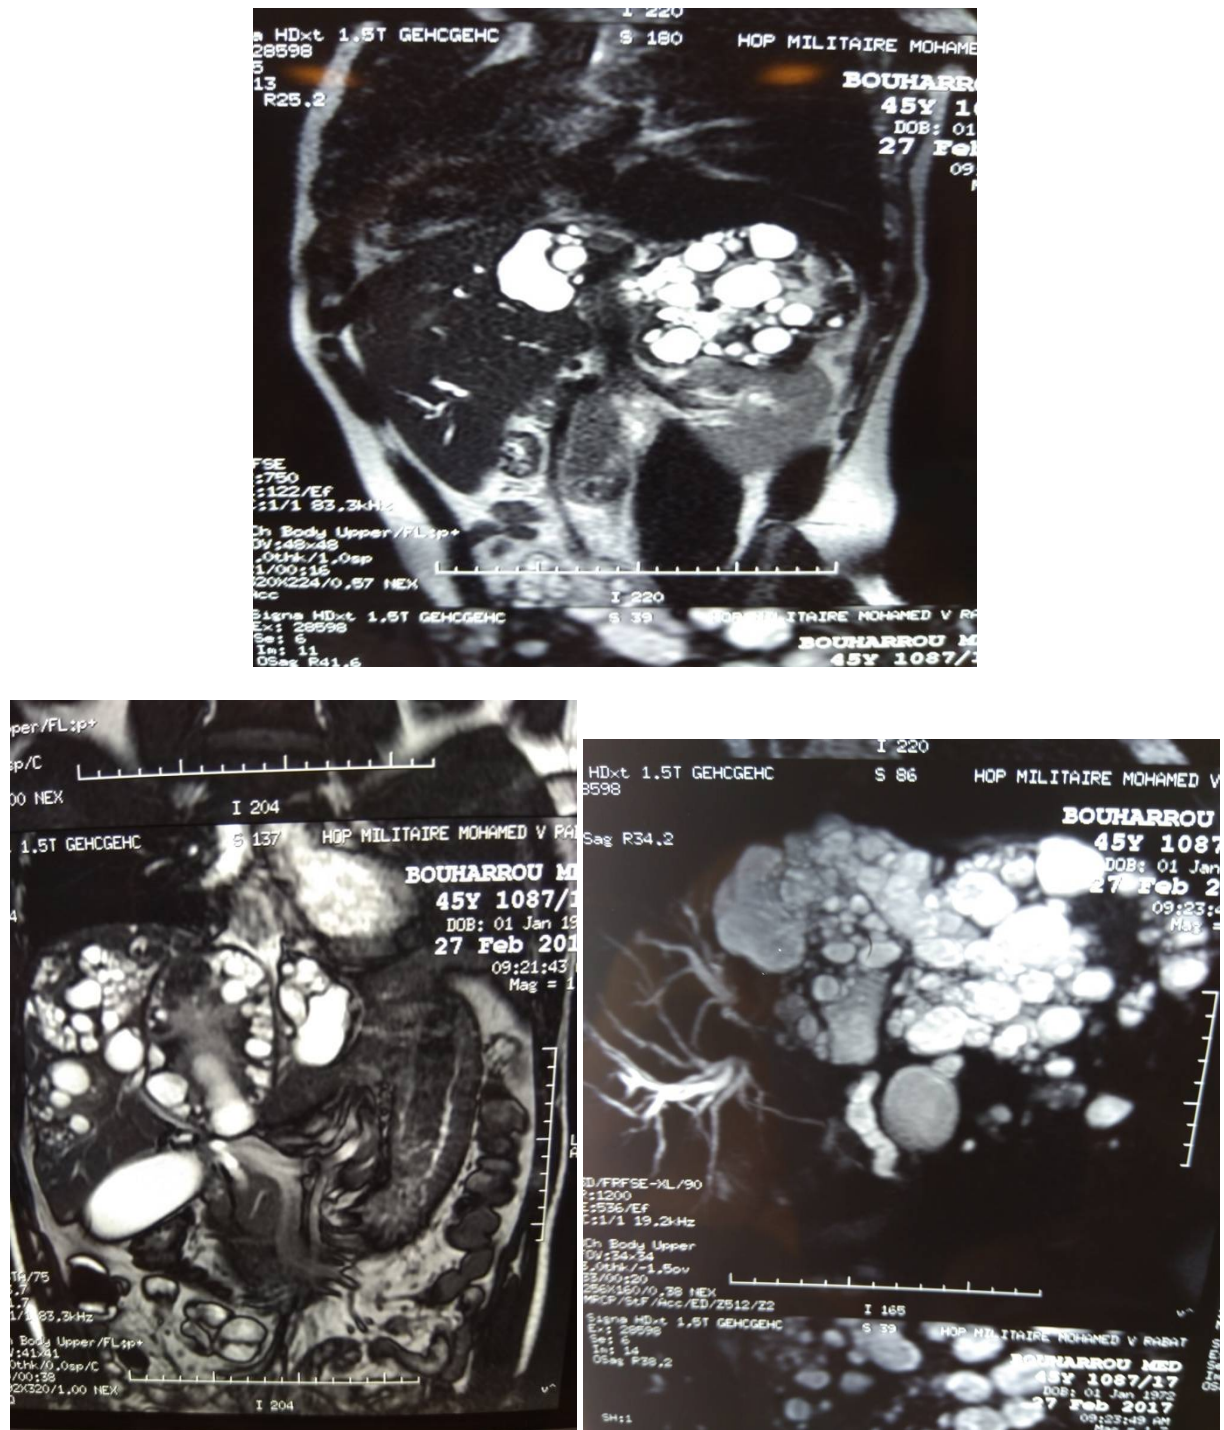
13et 14 : IRM HEPATIQUE montrant des multiples formations kystiques multi vésiculaires du foie droit avec effet de masse sur les voies biliaires intra hépatiques
